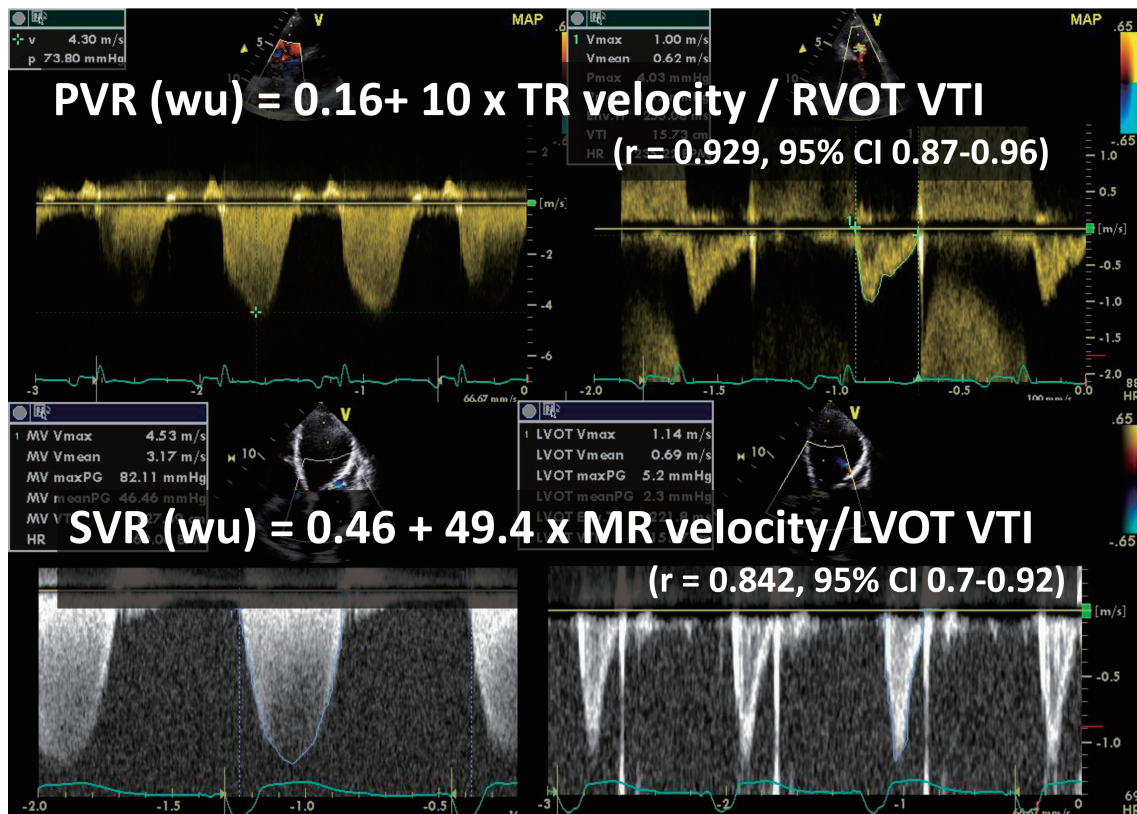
心エコードプラ法によるSVR, PVRの推定。
